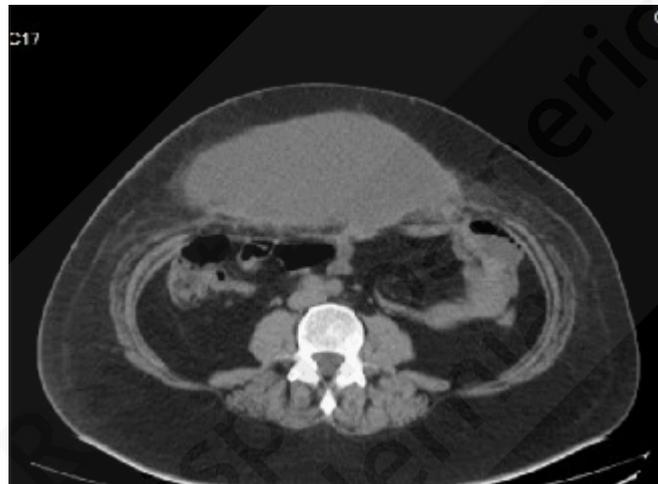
Imagen del seroma. Corte axial de la TAC.
